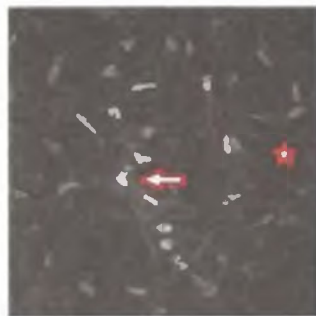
Лазерная сканирующая томограмма передней стромы: «активные» кератоциты в большом количестве (указана стрелкой), отмечается нарушение архитектоники волокнистых структур в виде разнонаправленных складок, разнородных тонких линий со сниженной отражательной способностью, контрастирующих с более светлой стромой и располагающихся внеклеточно (указана звездочкой).
